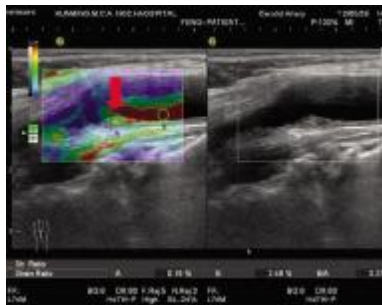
低回声斑块(红色箭头所指)超声弹性图像显示为以绿色为主
